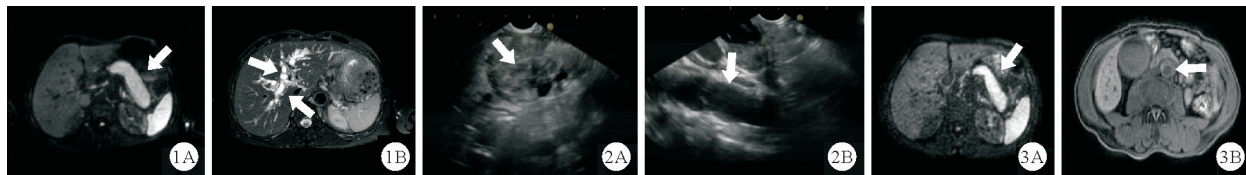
2022年10月24日患者上腹部MRI平扫+增强+MRCP检查结果(A:胰腺肿胀;B:胆管扩张明显;如箭头所示) 图2 2022年10月24日患者超声内镜检查结果(A:胰腺明显肿大;B:胆管扩张;如箭头所示) 图3 2023年2月3日患者上腹部MRI平扫+增强结果(A:胰腺体积明显缩小;B:腹主动脉管壁明显增厚;如箭头所示)
